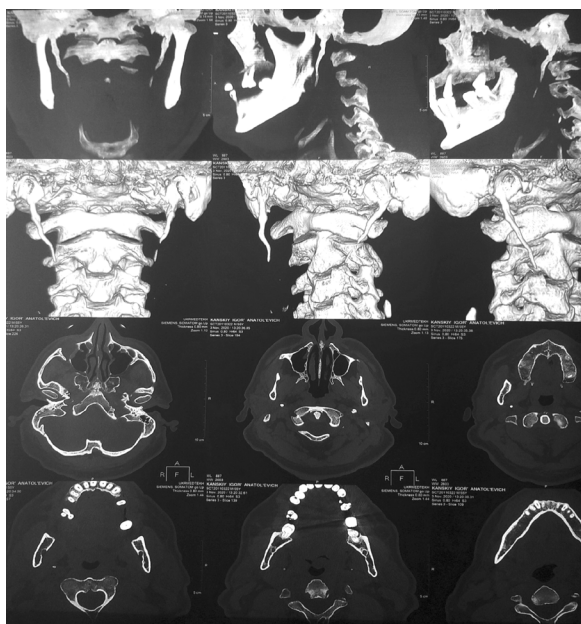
Общий вид КТ снимка пациента с гипертрофированным шиловидным отростком височной кости по типу оссификации.
